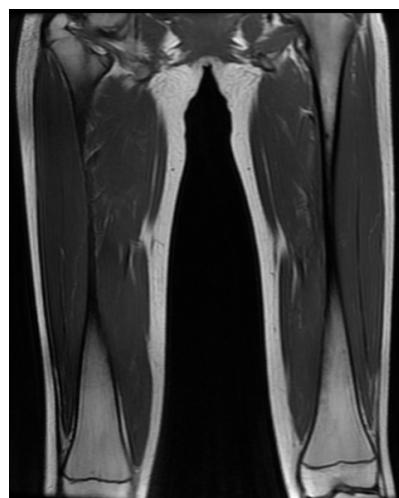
The map of the MRI of the femur in 2018
